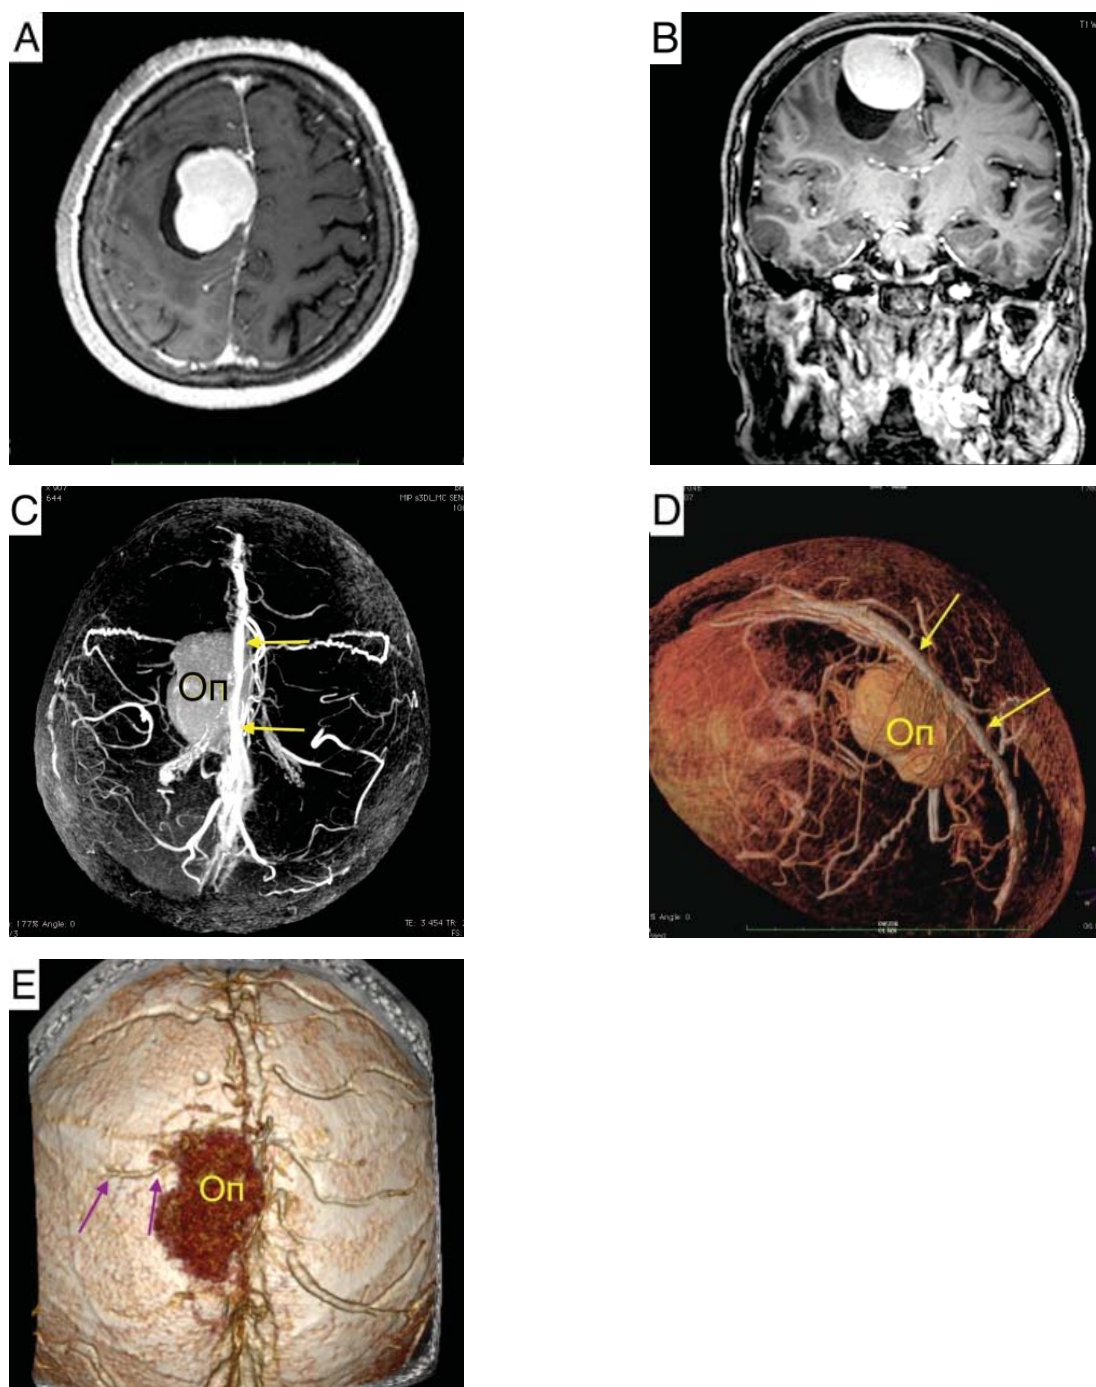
МРТ головного мозга пациентки с парасагиттальной менингиомой справа: T1 с контрастным усилением в аксиальной (А) и коронарной (В) проекциях; С, D — МР-венография 3D TOF, совмещенная с контуром опухоли (Оп), стрелками обозначен не окклюзированный верхний сагиттальный синус; Е — СКТ-АГ, визуализированы начальные отрезки роландовой вены (указана стрелками), пересекающей передние отделы стромы опухоли (Оп).
